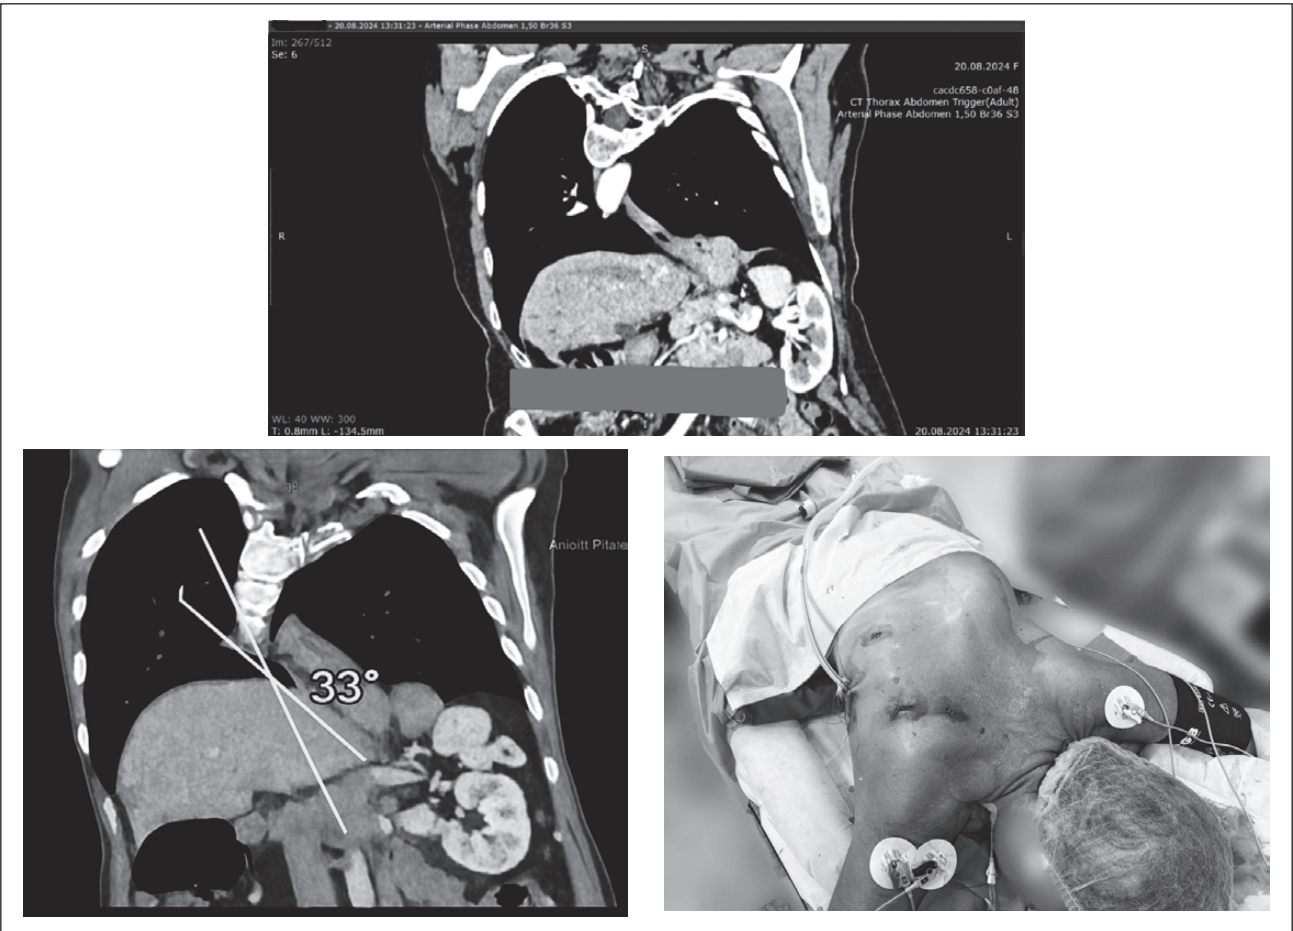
КТ пацієнтки М.
